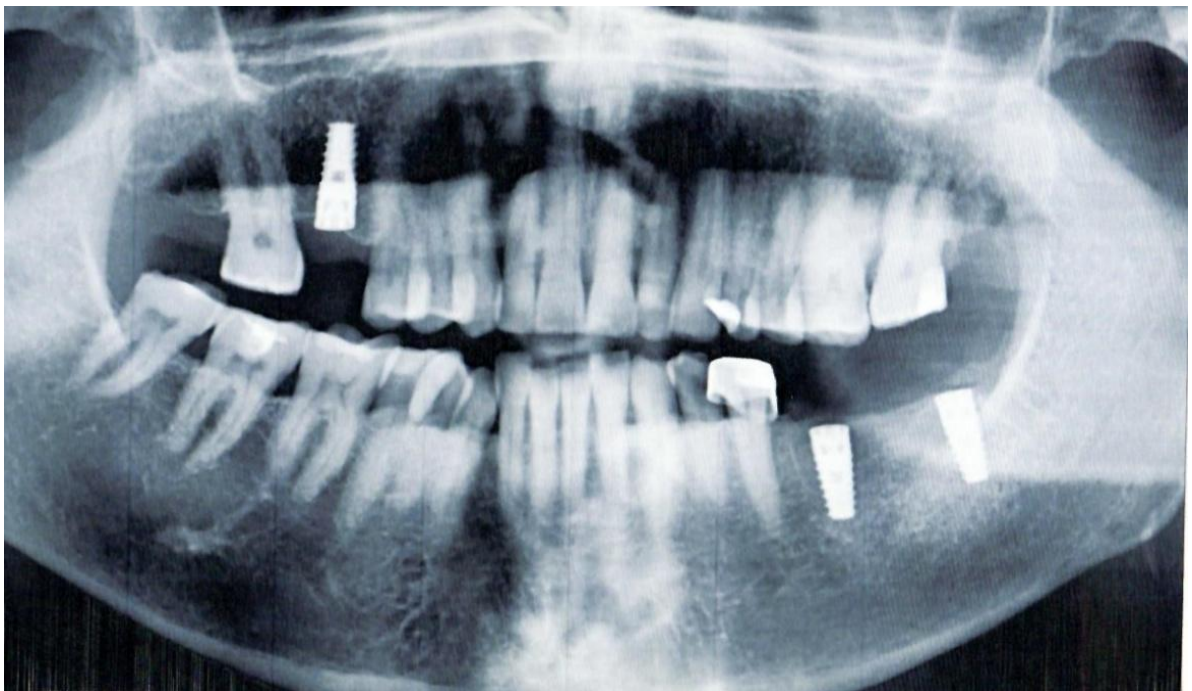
Ортопантомограмма пациента контрольной группы
